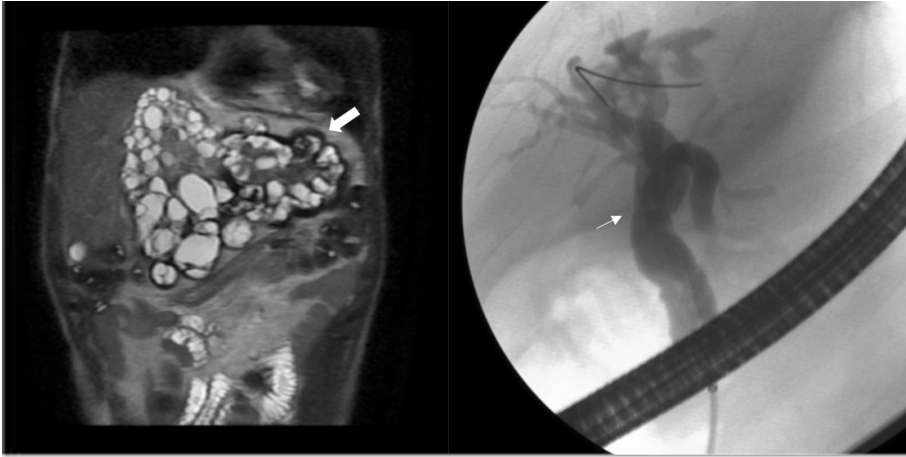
Imagen A: Colangio-RM mostrando extensión de gran quiste hidatídico, que ocupa todo el lóbulo hepático izquierdo (flecha grande). Imagen B: CPRE con dilatación de vía biliar principal (flecha pequeña), pasando guía para prótesis transpapilar.
